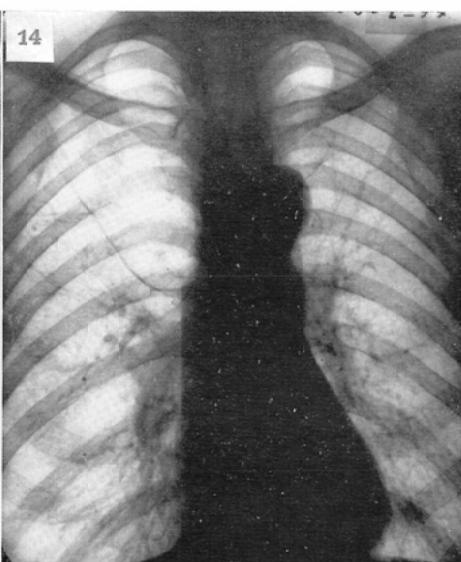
Male, 52. Chest roentgenogram shows a well-defined radiolucent areas, devoid of lung markings, with thin defining membranes in the right upper lung and also in the left apical region. The latter may be herniation from the right. The lesion may be called emphysematous bullae or pneumatocele in this case.
